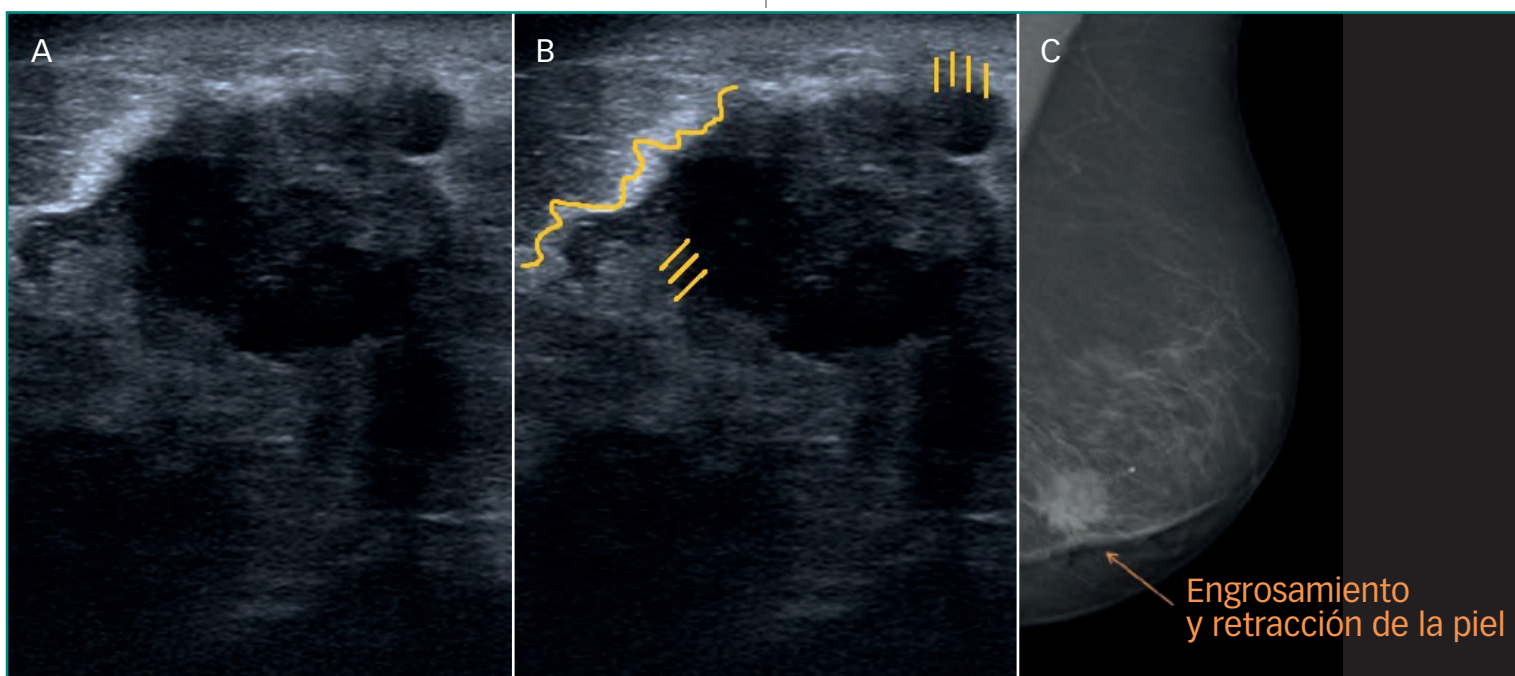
Carcinoma infiltrante de mama. Lesión hipocóica de bordes mal definidos (líneas paralelas) e irregulares (línea). Ecografía (A y B). Carcinoma infiltrante de mama izquierda, lesión densa de bordes irregulares y espiculados con engrosamiento y retracción de la piel (C).
